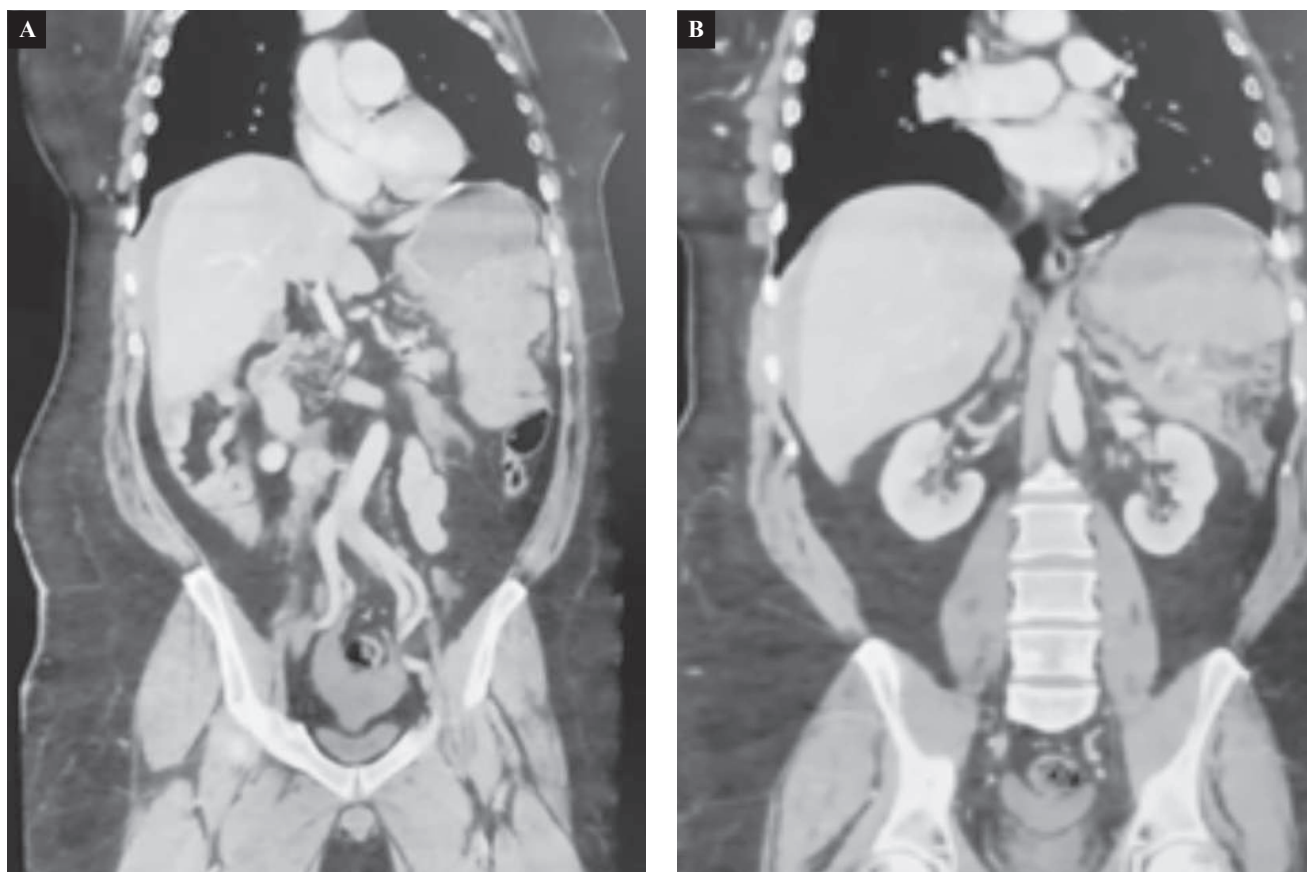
TAC simple de abdomen en corte coronal. A. Se evidencia líquido libre periesplénico y perigástrico. B. Se puede apreciar la pérdida estructural del bazo.
